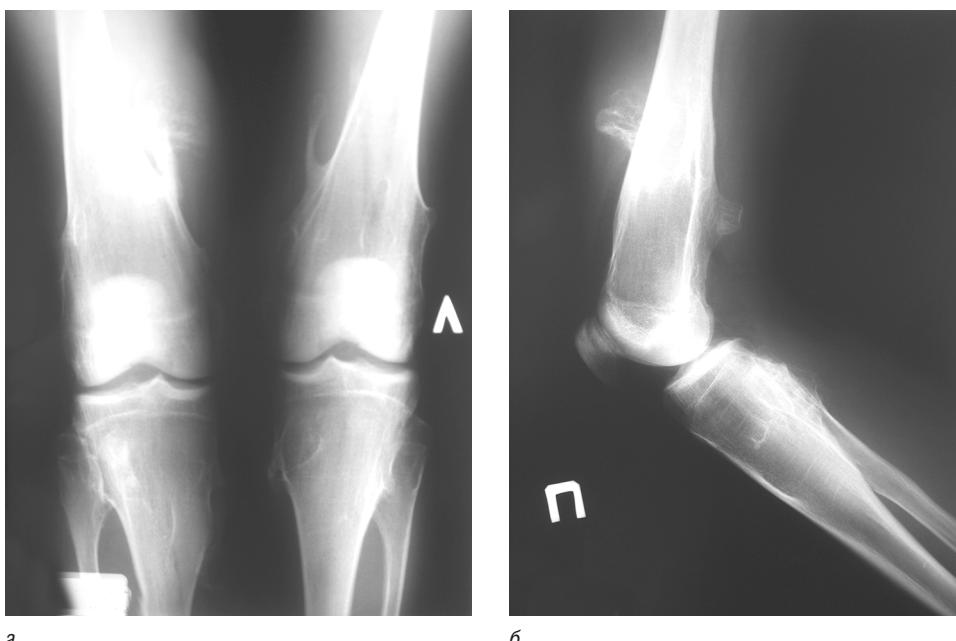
Экзостозная хондродисплазия бедренной и большеберцовой костей. Рентгенограммы: *а* — в прямой проекции; *б* — в боковой проекции
